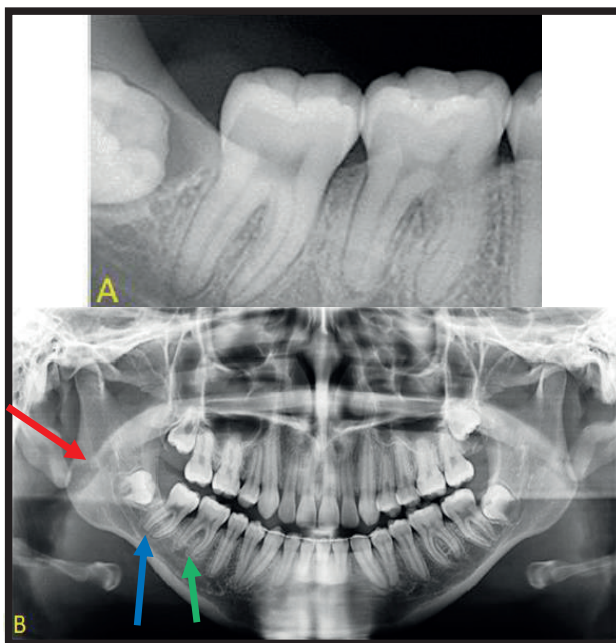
Radiografía periapical, 2B. Panorámica.
